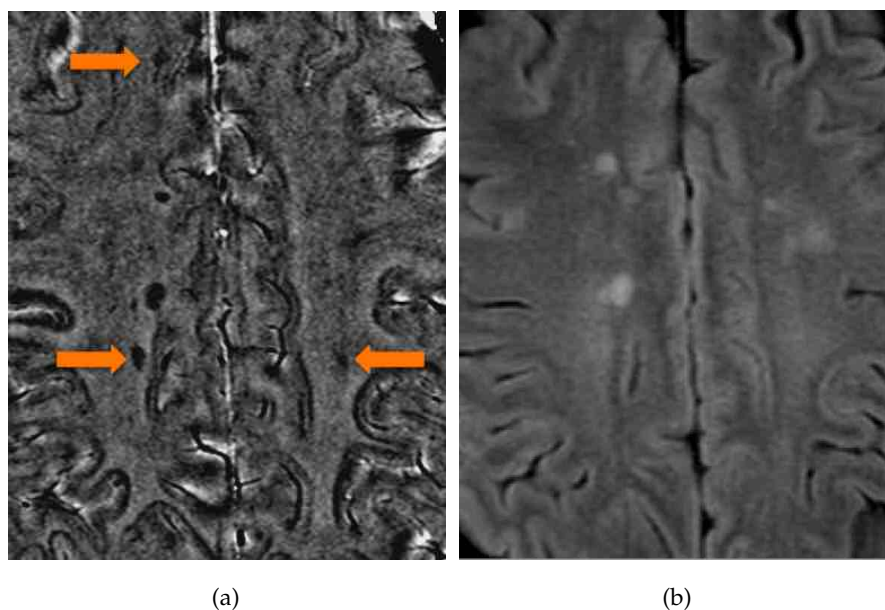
Die angezeigten Läsionen konnten nur im Phasenbild (b) und nicht im FLAIR-Kontrast (a) abgegrenzt werden.
